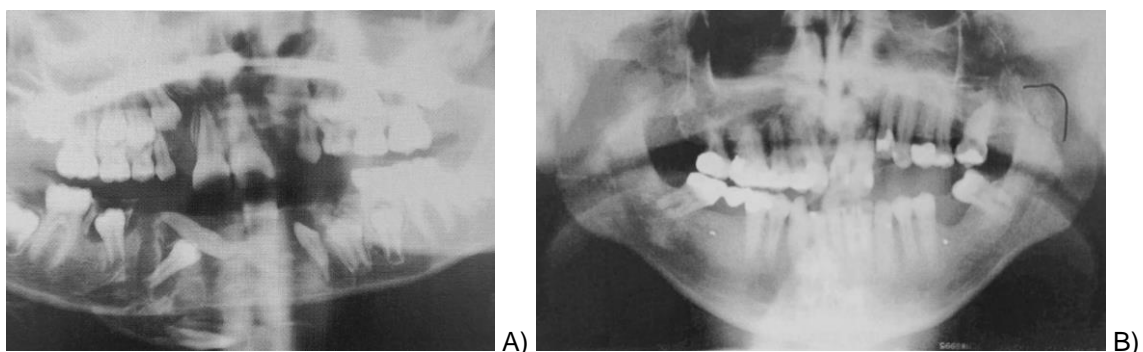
A) Radiografía panorámica de niño 12 años que sufrió accidente de bicicleta, presenta fractura en la parte interna del maxilar y la mandíbula. B) Fractura alveolar del maxilar del lado izquierdo (línea negra).
